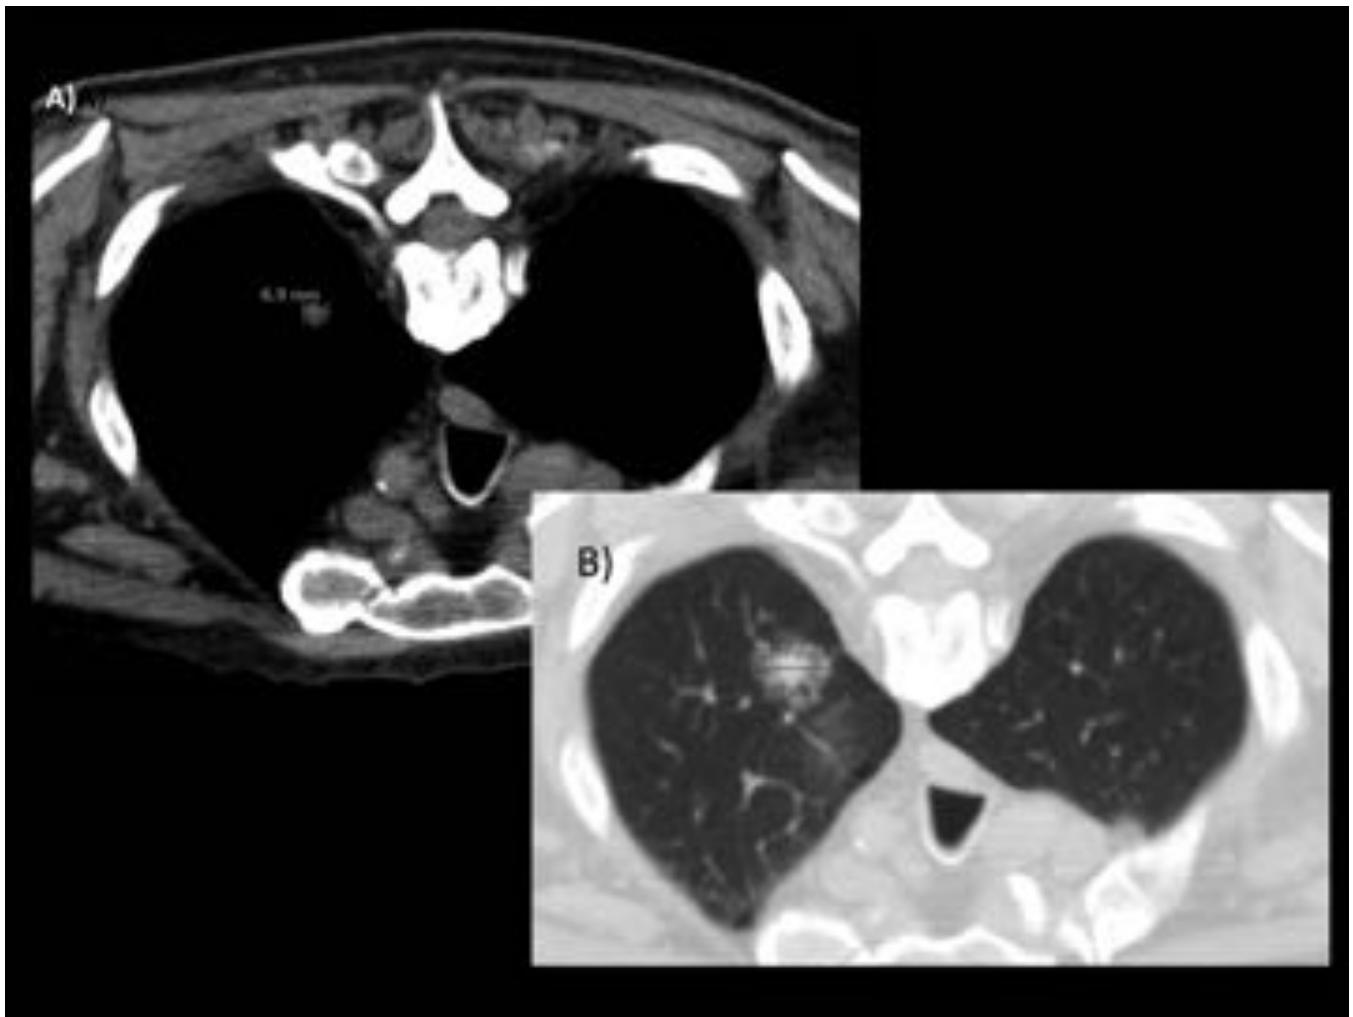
Cómo medir los nódulos subsólidos con componente sólido. El componente sólido debe ser medido en su eje largo en cortes axiales de TC con ventana de mediastino. El componente en vidrio deslustrado debe ser medido en ventana de pulmón. Es necesario dar las dos medidas para para detectar cambios en el tamaño del nódulo ó en el tamaño del componente sólido (cuanto mayor sea el componente sólido mayor es la probabilidad de adenocarcinoma invasivo).
